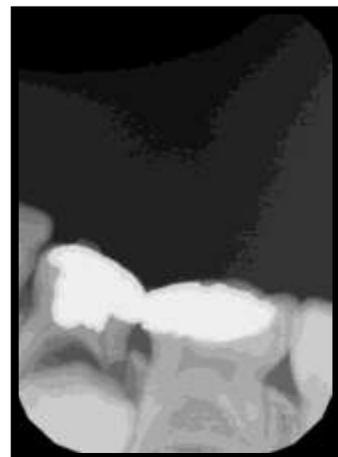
Radiografía periapical de 74 y 75.
